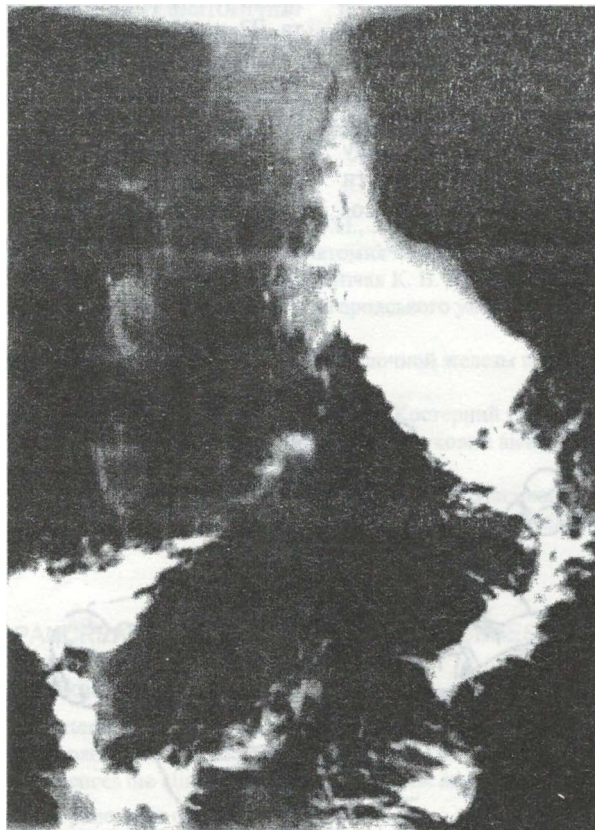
Рентгеноскопія ШКТ із Ва суспензією. Загальний вигляд езофагоєюнодуоденопластики.
